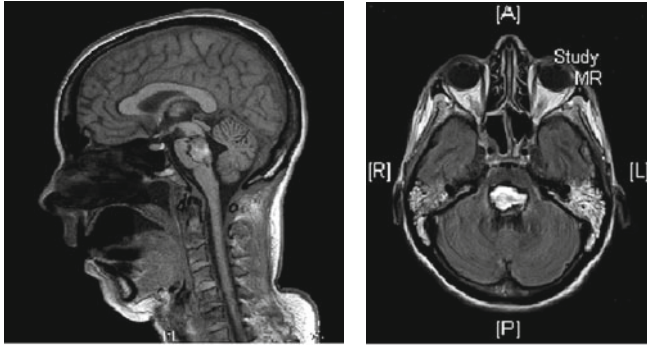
IRM montrant une lésion ischémique de la protubérance par occlusion de l'artère basilaire avec locked-in syndrome.
